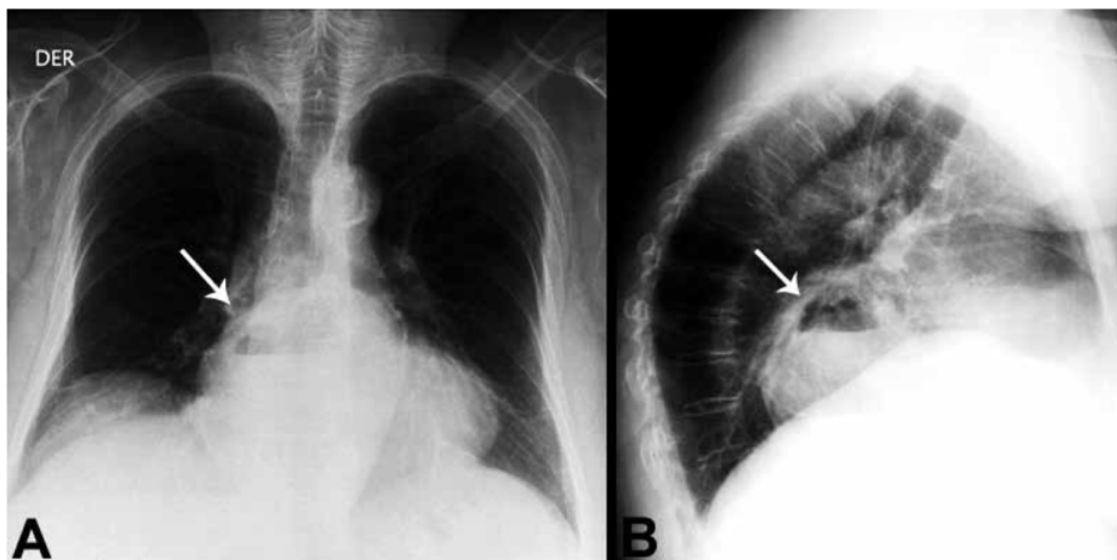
radiografía de tórax pósterio-anterior (15A) y lateral (15B), en paciente con hernia hiatal gigante con estómago intratorácico.²¹
